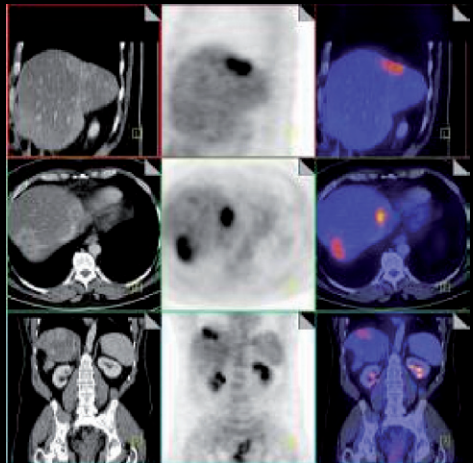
Digital fusionierte FDG-PET und KM-CT. Bei St.p. Hemikolektomie wegen Adenokarzinom des Colons und Leberteilresektion wegen bekannter Lebermetastasen ließ sich der im auswärtigen Kontrastmittel-CT geäußerte Verdacht auf Tumorprogression nach Chemotherapie durch die metabolische Aktivität der Lebermetastasen bestätigen.
